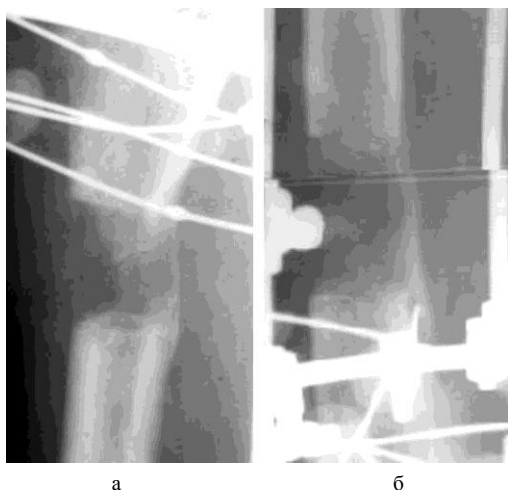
Рентгенограммы бедра на момент начала периода фиксации: а) проксимальный уровень удлинения; б) дистальный уровень удлинения.
